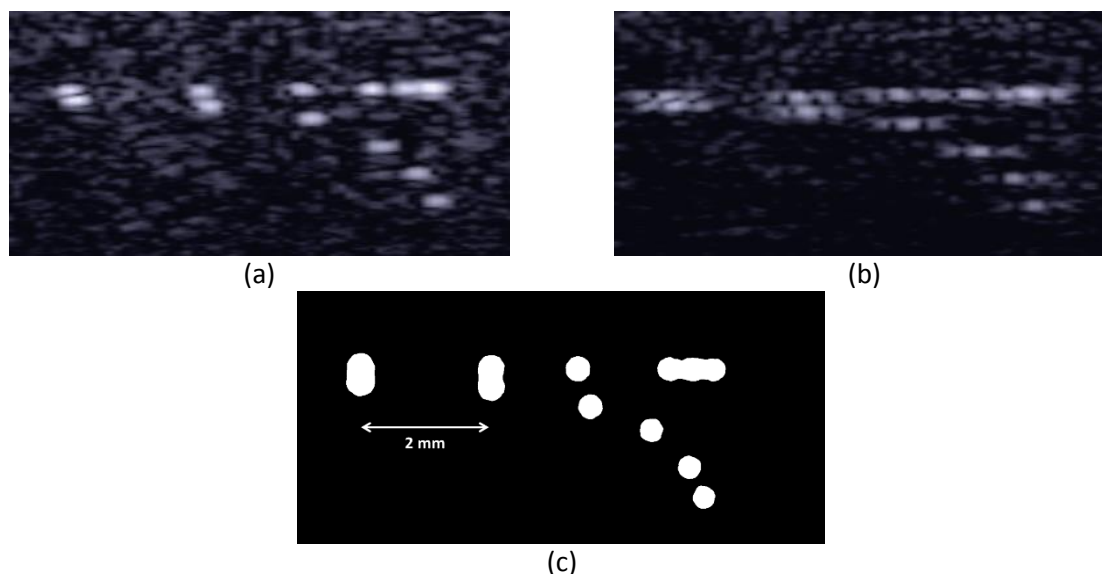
Visualisation des OT en temps réel. (a) Image mode B classique sans OT d'un fantôme ultrasonore. (b) Image mode B avec OT correspondante. (c) Géométrie du fantôme utilisé.
